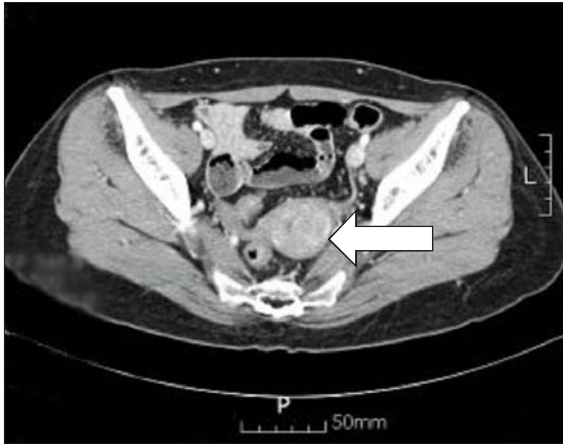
Pelvic CT shows a ill defined, subtle enhanced mass (2.6 cm) in left side uterine fundus with compression of endometrial cavity (indicated by arrow). Multiple small lymph nodes enlargement in right lower mesentery.
